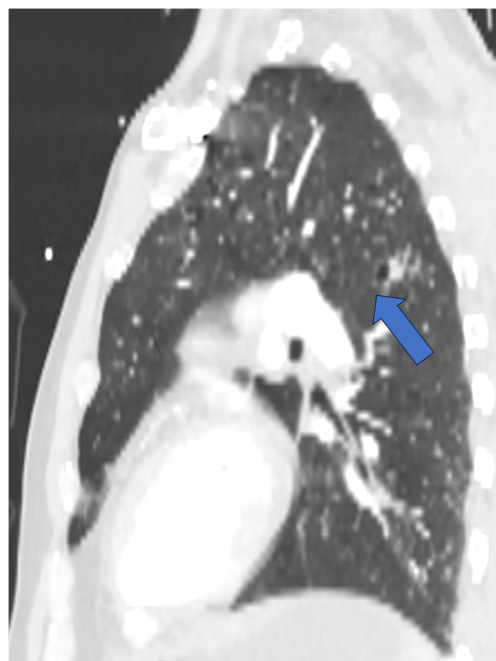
TC corte sagital. Mismo paciente que figura 7. Neumatocele (flecha).
